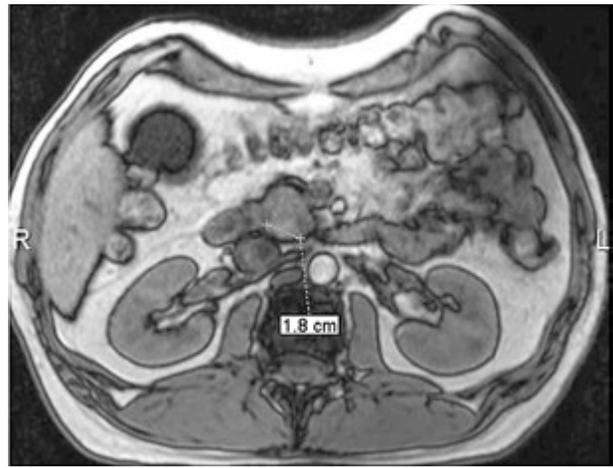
МРТ больного К. (24.08.2016). МР-последовательность T1-ВИ, аксиальная плоскость сканирования. Псевдоочаг в головке поджелудочной железы повышенной интенсивности
